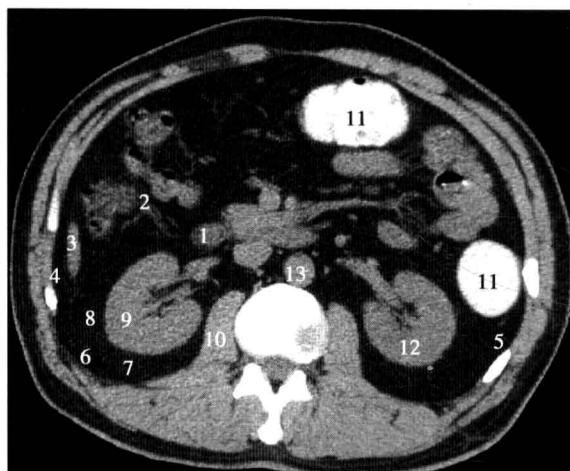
腹膜后第 5 水平断面 CT 图像
